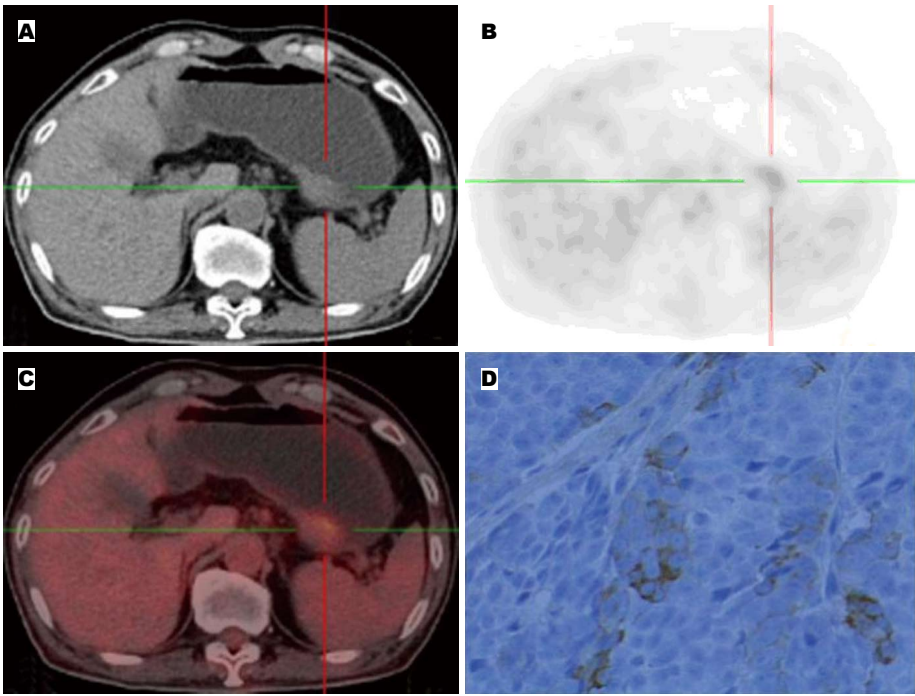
患者, 男, 65岁, 胃小弯处中低分化腺癌. A: 断层CT成像; B: PET断层成像; C: PET/CT融合成像. 胃充盈可, 胃小弯处局部胃壁增厚, 胃小弯侧局部胃壁结节状增厚放射性分布浓聚, SUV_{max}约4.3, 大小约2.0 cm×2.6 cm, CT值约为41 HU; D: 免疫组织化学(×400 HP)HER2(0). PET: 正电子发射断层扫描; SUV_{max}: 最大标准摄取值.
